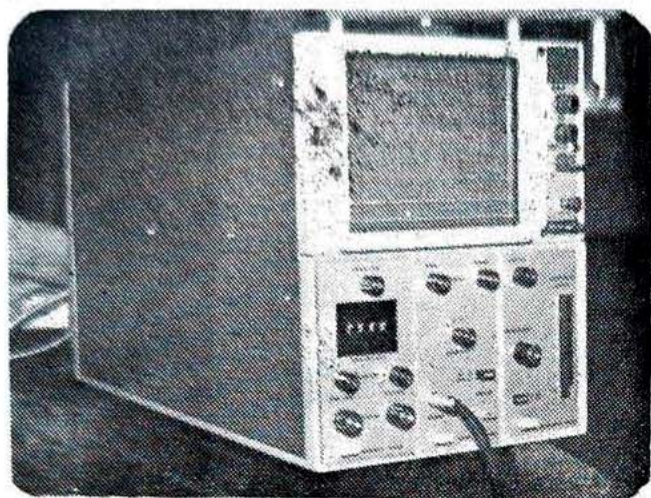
Aparelho de Ultrassonografia — DBR-300
